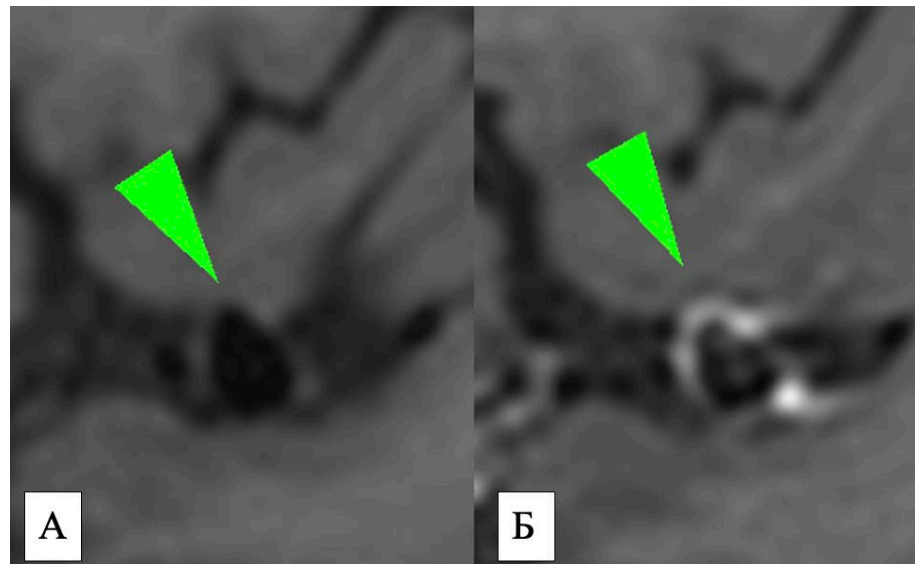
Пациентка З., 39 лет. МРТ головного мозга: T1 CUBE до (А) и после (Б) в/венного введения контрастного препарата. Определяется мешотчатая аневризма правой средней мозговой артерии с циркулярным накоплением контрастного препарата ее стенкой (зеленая стрелка)
